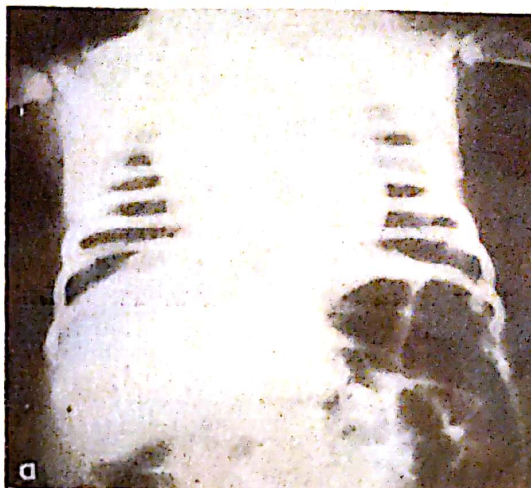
Limfosarcom timic. C.M., sex feminin, 2 ani și jumătate. Radiografie pulmonară.
